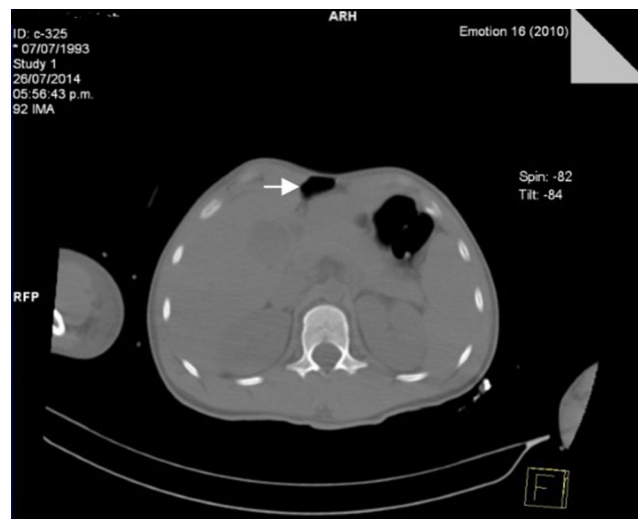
Tomografía simple de abdomen, corte axial. Debajo de cúpula diafragmática y adyacente a la pared anterior se aprecia aire libre intraabdominal sin evidencia de lesión a víscera hueca.
